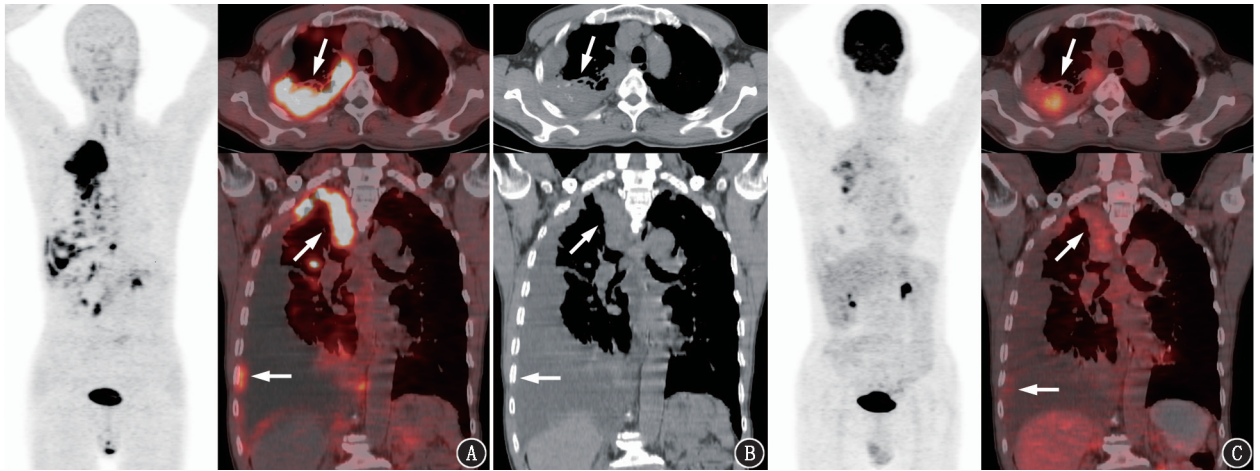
肺腺癌患者(男,67岁)胸膜转移灶在 ^{18}F -成纤维细胞激活蛋白抑制剂(FAPI)-42和 ^{18}F -脱氧葡萄糖(FDG)PET/CT显像对比图(箭头示病灶)。A. ^{18}F -FAPI-42最大密度投影(MIP)、横断位及冠状位融合图更多胸膜转移灶及更高FAPI-42摄取,肿瘤轮廓清晰;B.相应层面的CT示胸膜不均匀明显增厚;C. ^{18}F -FDG融合图上可以看到增厚的胸膜糖代谢呈轻~中度摄取
